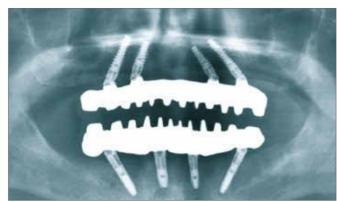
Röntgenkontrollaufnahme fünf Monate post OP nach Eingliedern der definitiven Versorgung [Abb. 1 bis 7b: Bolz]
